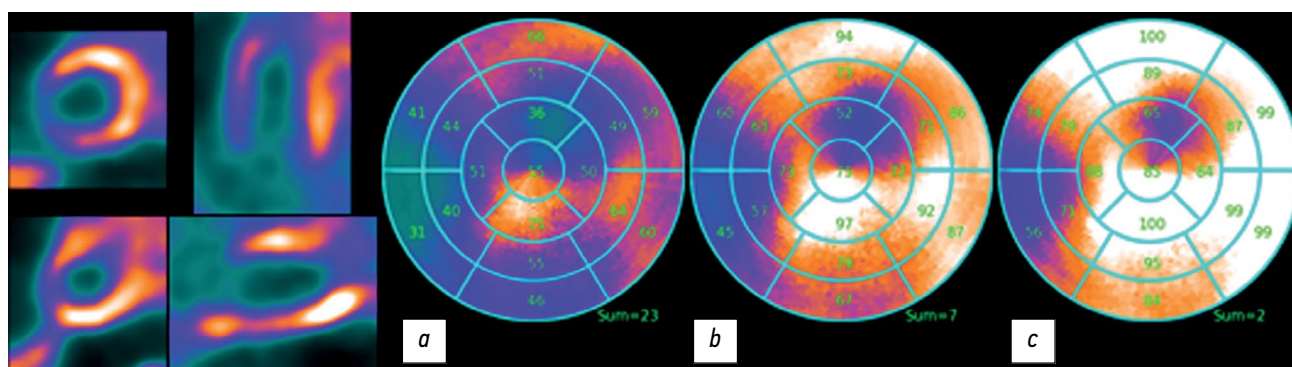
non-AC/RR. Полярная карта реконструированного изображения перфузии левого желудочка. Реконструкция проведена без коррекции ослабления (non-AC), но с учётом восстановления разрешения (RR). Оценки показателя Summed Rest Score (SRS): *a* — $S_{\max}=23$; *b* — $S_{90}=7$; *c* — $S_{\text{norm}}=2$.
